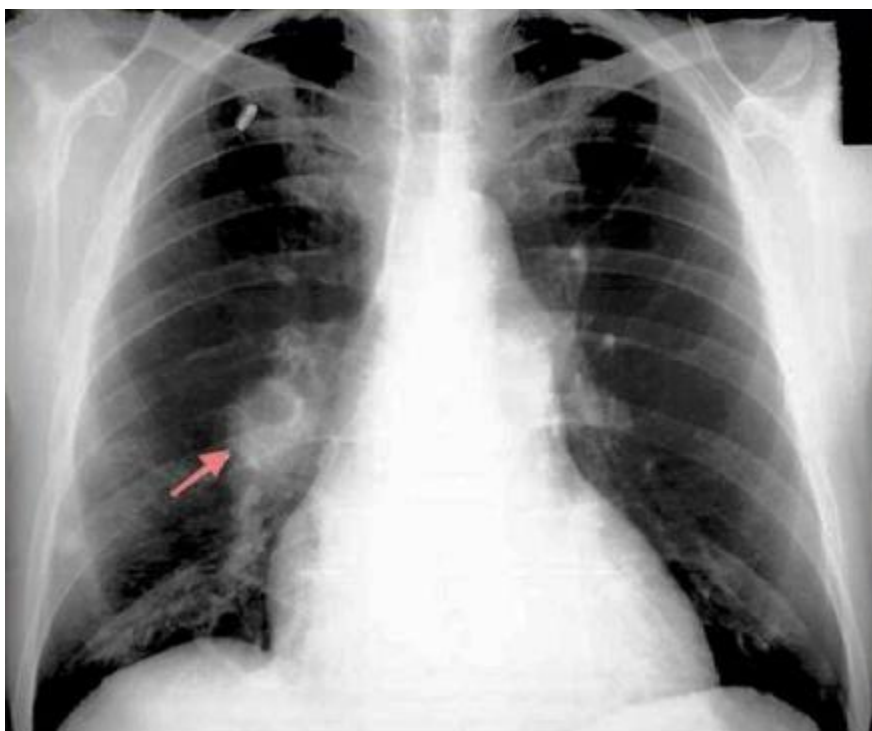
Radiographie thoracique de face, montrant un élargissement des artères pulmonaires droite (signe de Fleischner) (flèche)(51).
